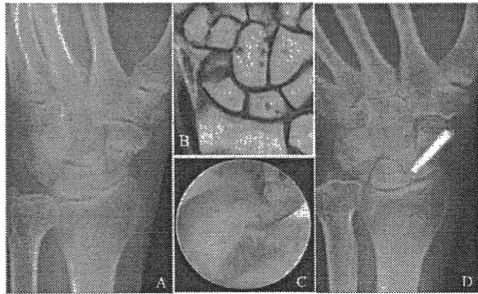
(A) 初診時単純X線像 (B) MRI-T1強調像 (C) 鏡視下に遷延癒合部の新鮮化 (D) 術後単純X線像
